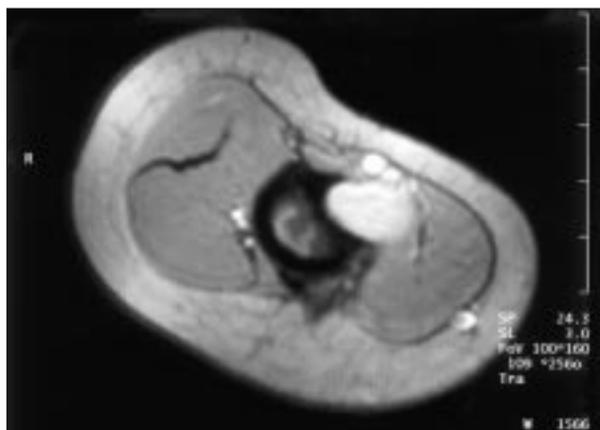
Resonancia magnética nuclear. Lesión ovalada, bien delimitada, en metáfisis humeral que engrosa la cortical, de probable origen subperióstico con características de benignidad.
